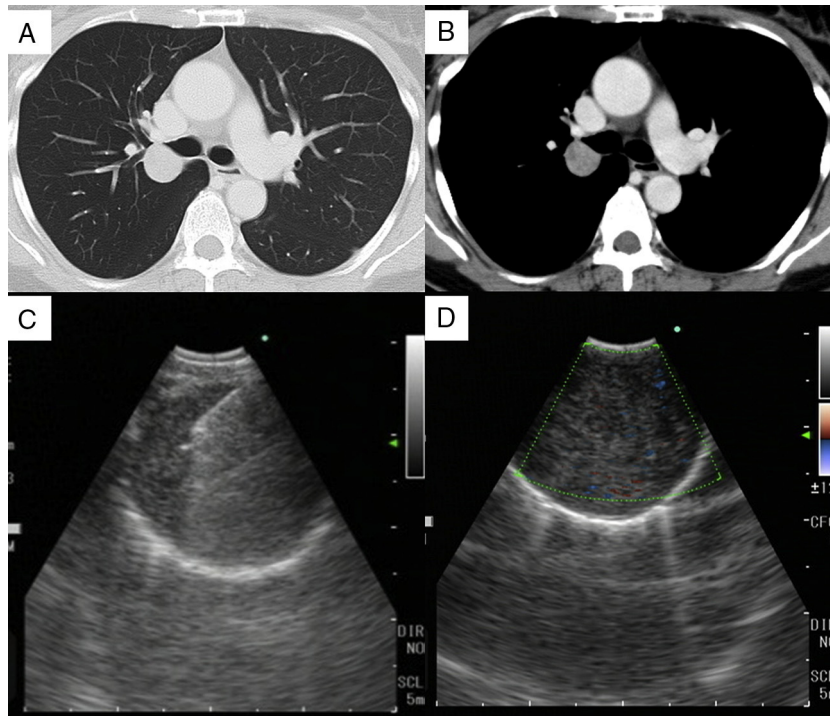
La TC de tórax reveló la presencia de un nódulo redondeado, bien definido, de 2,4 cm en S2, adyacente al bronquio del lóbulo superior derecho (A,B). La EBUS mostró un tumor hipocogénico, bien definido, con una cápsula ecogénica y un refuerzo acústico posterior (C,D).
